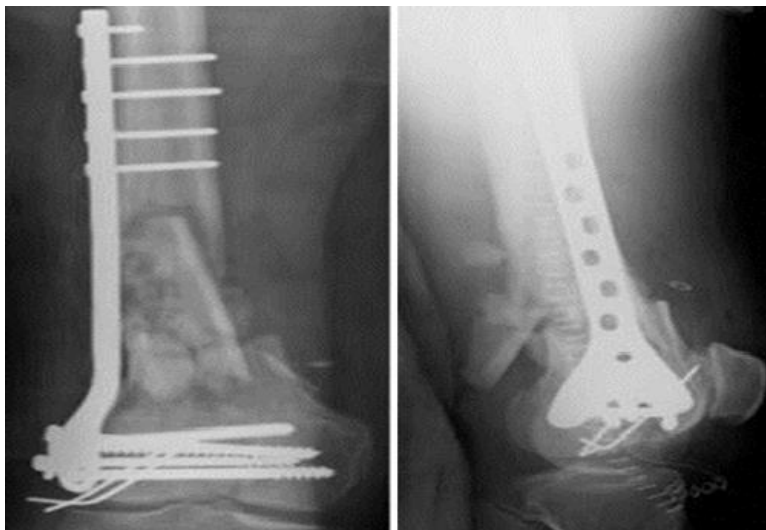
Radiografía postquirúrgica inmediata.
